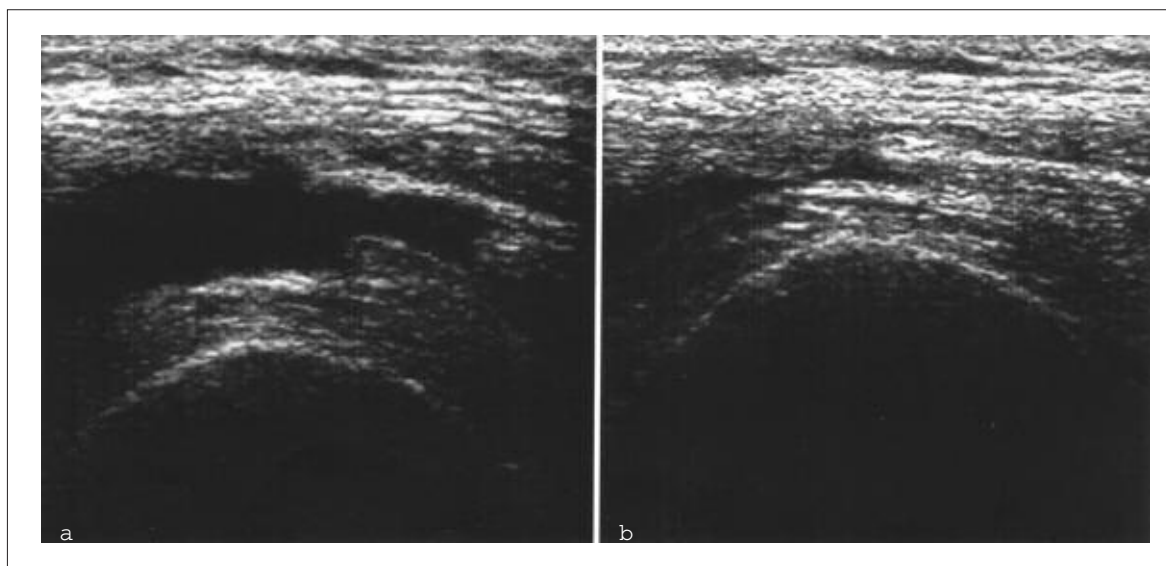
Ecografia del ginocchio. Scansione trasversale soprarotulea.
